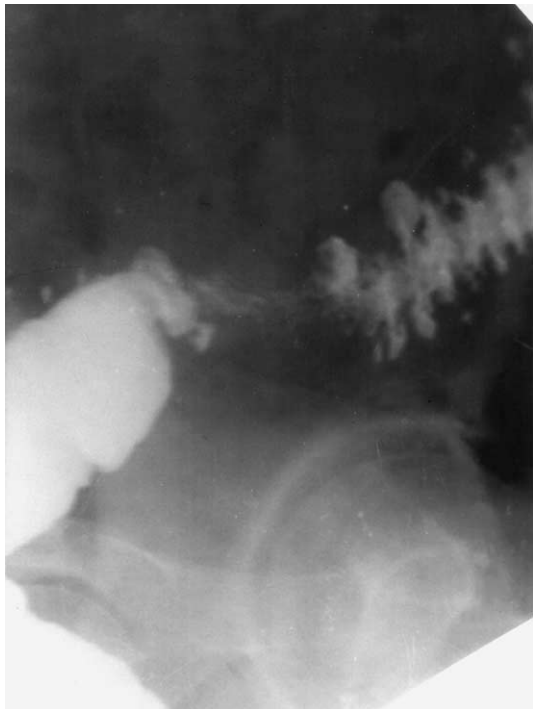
Прицельная рентгенограмма сигмовидной кишки больного Р., 45 лет, тугое наполнение. Паракишечный инфильтрат. Циркулярное четко отграниченное сужение кишки.
